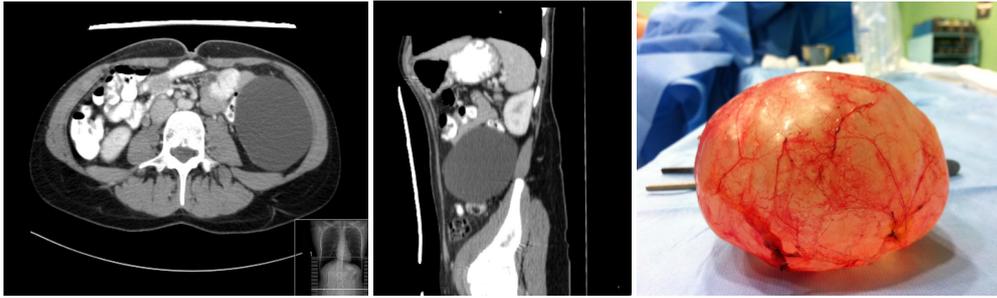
TC corte axial.
